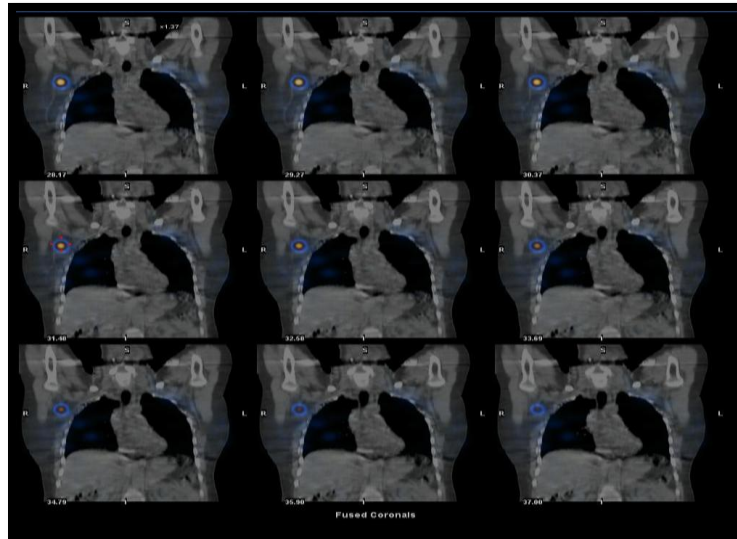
SPECT-TAC permite la localización exacta de todos los ganglios linfáticos centinela determinando su número con mayor sensibilidad.
